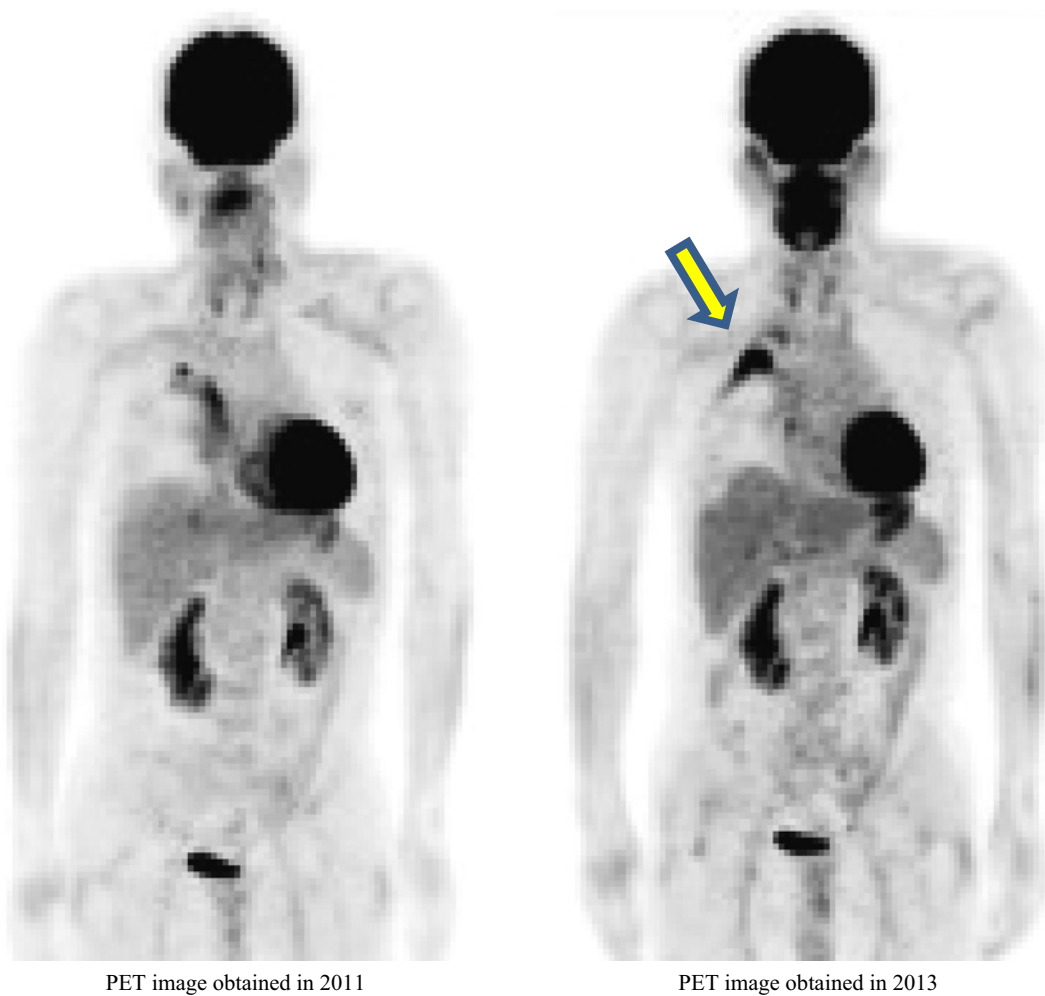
Positron emission tomography-computed tomography in case 2 shows an increased accumulation in the primary lesion of the right upper lobe (arrow).
